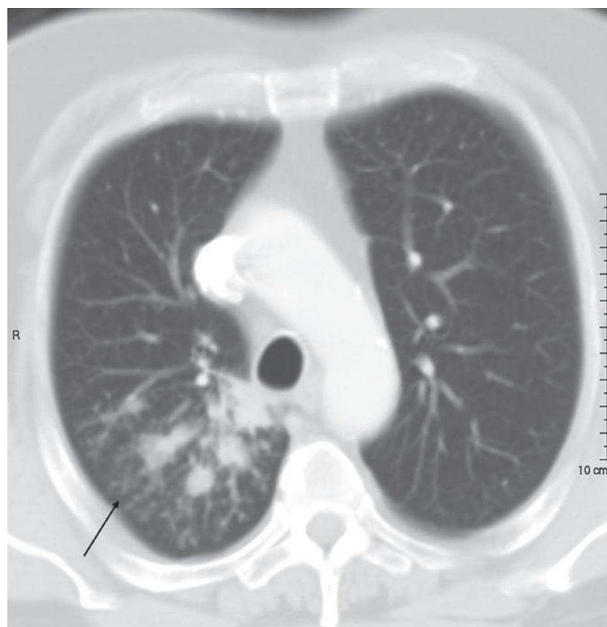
Tomografía Computarizada Pulmonar.
